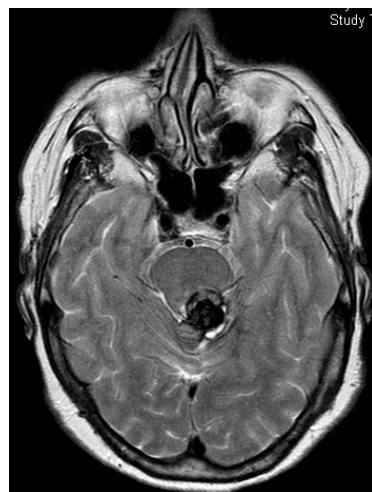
Corte axial de RMN que muestran el supuesto cavernoma de la cara dorsal del mesencéfalo del paciente nº27.
